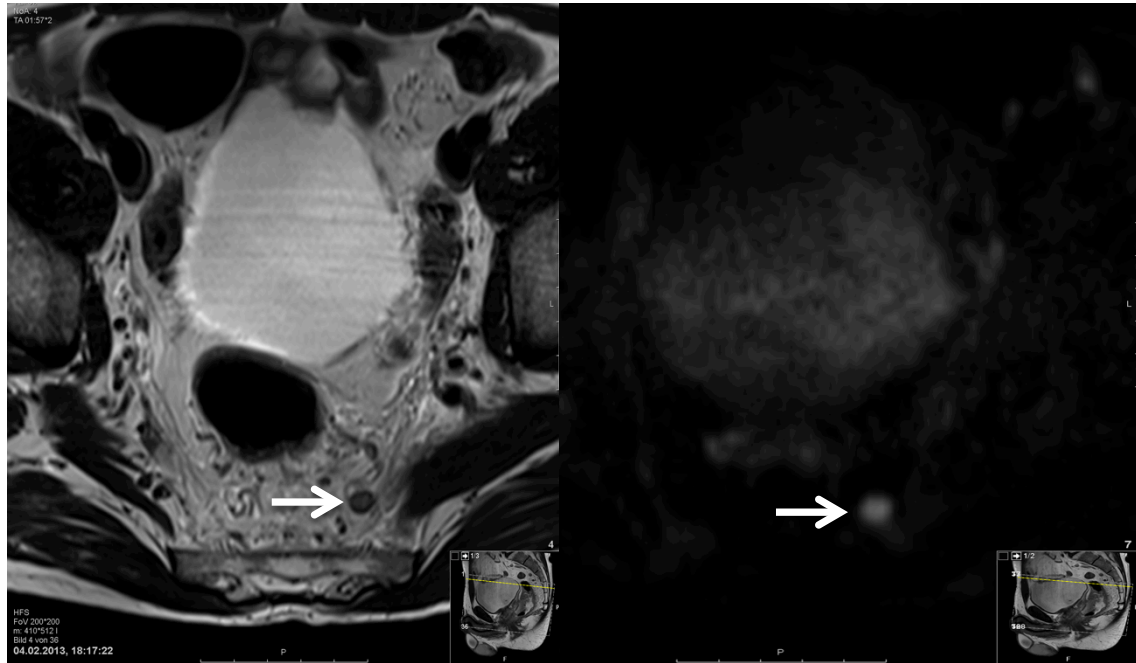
Suspekter Lymphknoten in der T2w-MRT (links) und der DWI-MRT (rechts)
